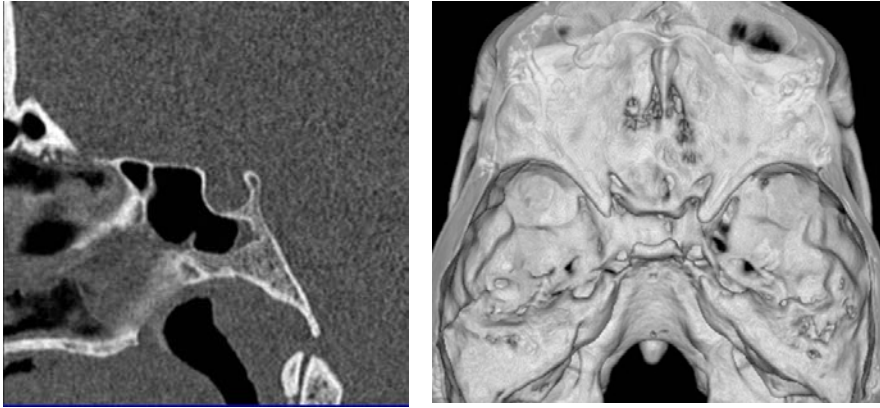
Esquerda: TC em reconstrução multiplanar sagital. Direita: TC em reconstrução tridimensional. Nota-se dorso selar normal (Caso 20).
